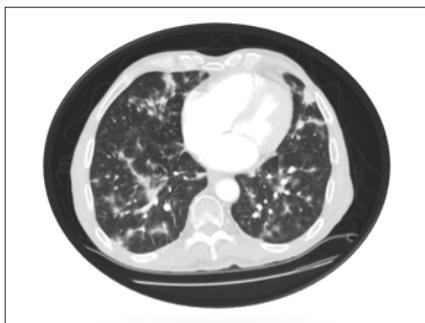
TC torace di maggio 2019 in cui si documenta l'immunosoppressione polmonare.
